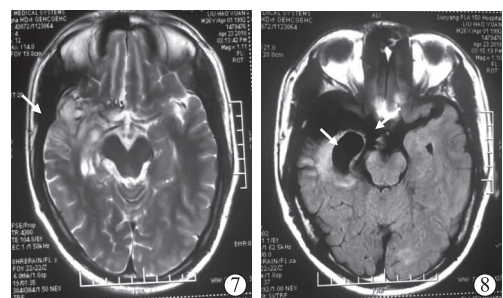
头颅 MRI(出院 1 年)显示右侧颞下 T₂、FLAIR 高信号明显减少,右侧颞、岛、海马部分萎缩(箭头所示)
